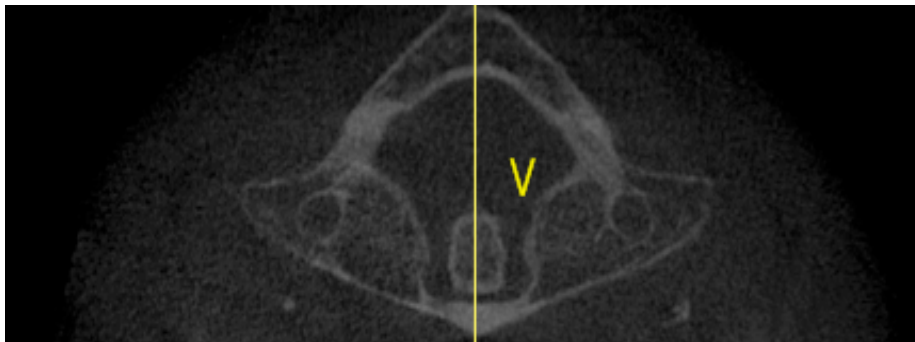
Medición de V, altura de la vértebra en la primera vértebra cervical en imagen TC.
